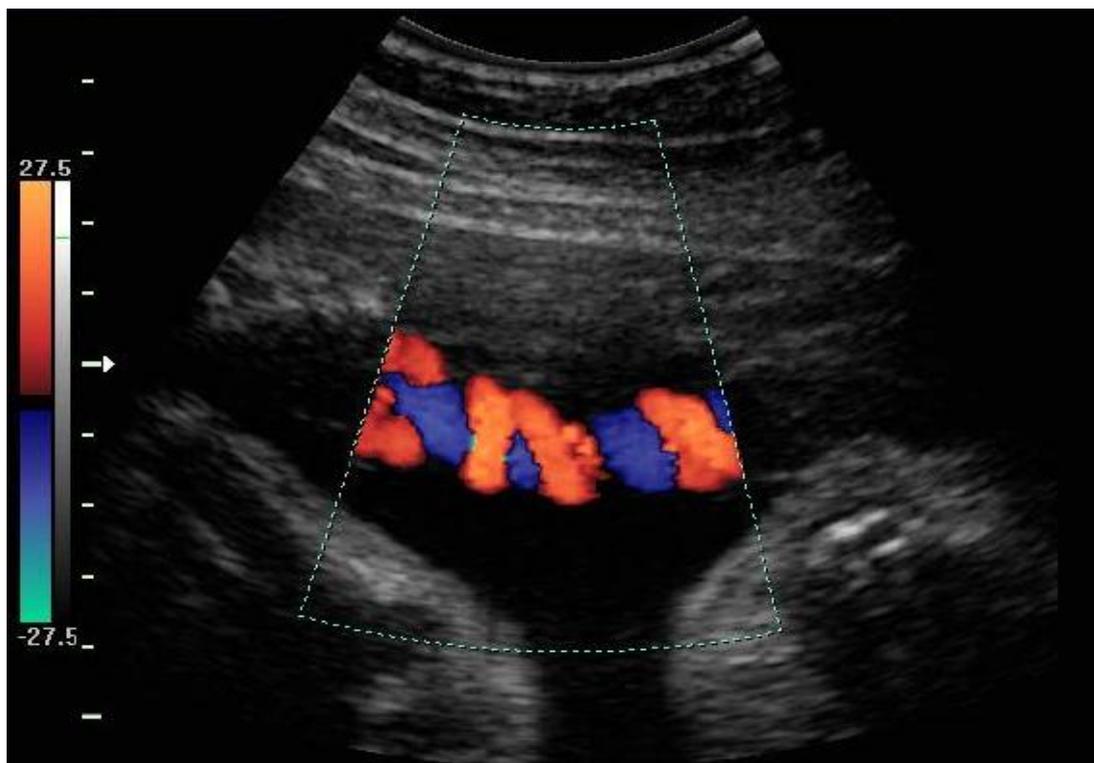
ultra-som com doppler de cordão umbilical de feto.
